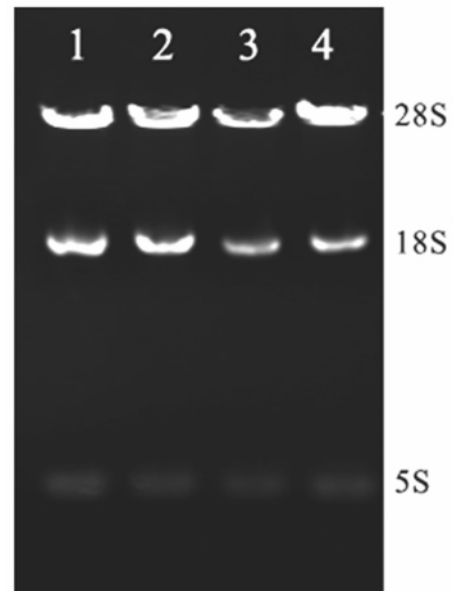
琼脂糖凝胶电泳检测抽提所得的总 RNA(第 1、2 道 :BMC 样本 ; 第 3、4 道 :TC 样本)
